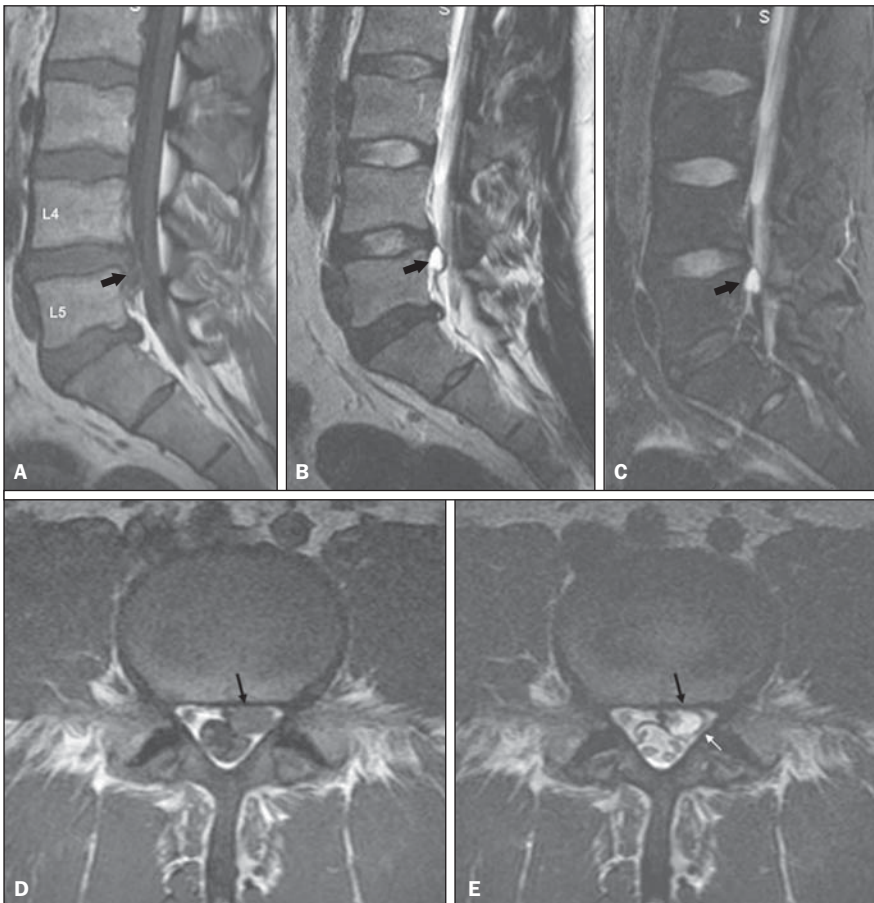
Cisto discal. Paciente do sexo feminino, 31 anos de idade, com lombociatalgia esquerda. RM no plano sagital demonstra formação cística relacionada ao disco L4/L5 (setas). Apresenta baixo sinal em T1 (A), hipersinal em T2 (B) e T2 com saturação de gordura (C), com contornos bem definidos. O disco L4/L5 está hipohidratado, porém, sem caracterização de herniação ou protrusão. No plano axial T1 (D) e T2 (E) a formação cística epidural (setas pretas) comprime ventralmente o saco dural e desloca posteriormente a raiz esquerda de L5 (seta branca).
